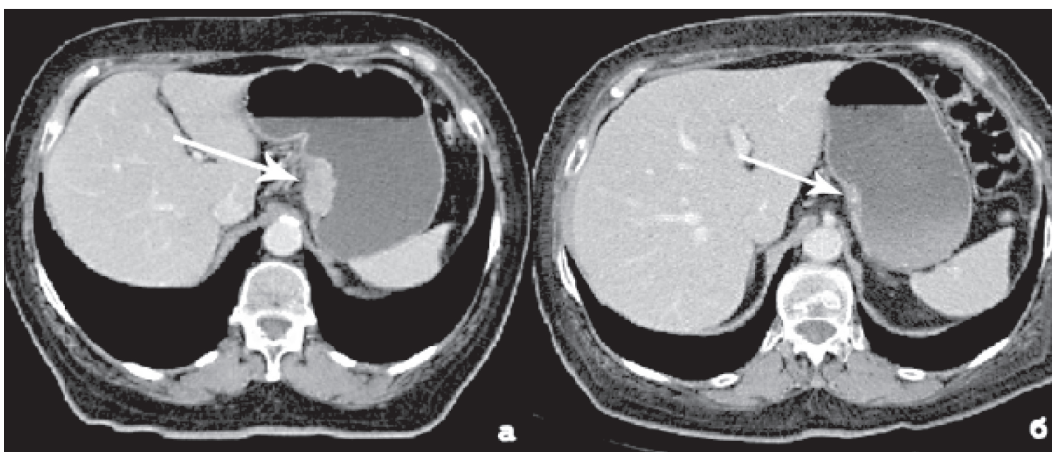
КТ органов брюшной полости. КТ-симптомы регрессии опухоли:
